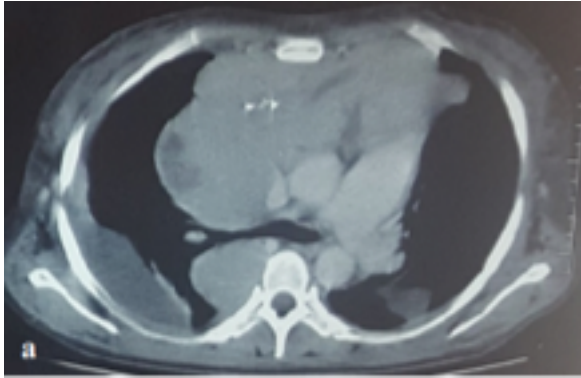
Tomografía de tórax: masa mediastinal y derrame pleural loculado bilateral.
